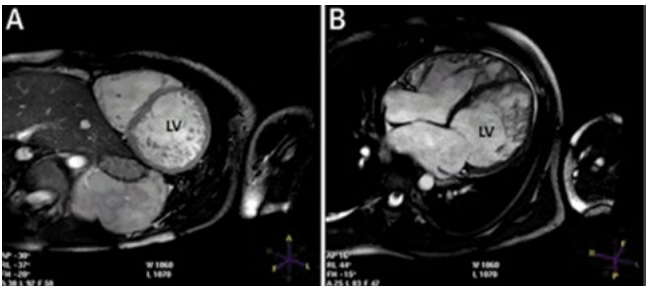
Ressonância magnética cardíaca em paciente com miocárdio não compactado.
